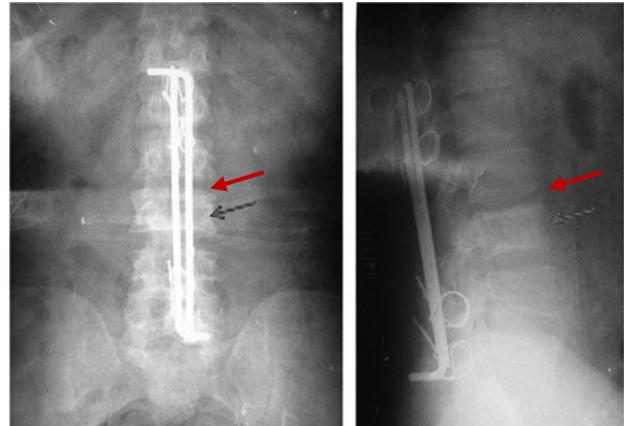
Imágenes de las radiografías simples de columna lumbosacra donde se observa la técnica de fijación empleada para mantener la estabilidad de la columna vertebral.
